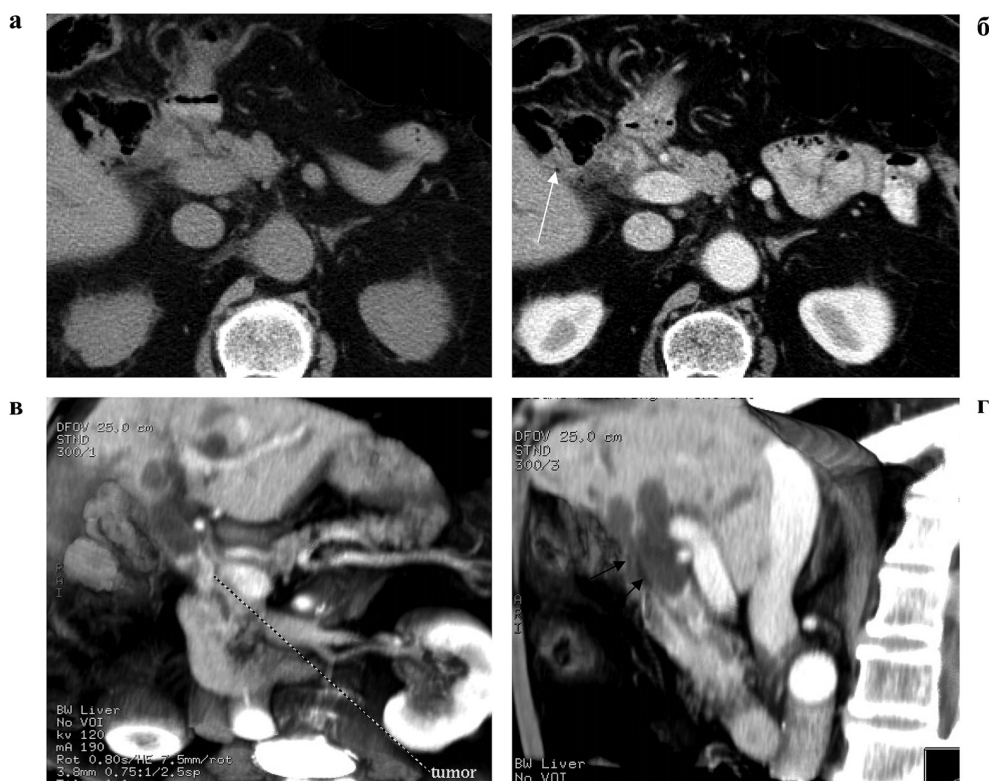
Пациент К., 77 лет. Диагноз: холангиокарцинома общего желчного протока (обозначена стрелками). МСКТ: а – нативное сканирование, б – артериальная фаза, в – МIP-реформация в косой фронтальной плоскости на основе данных портальной фазы сканирования, г – МIP-реформация на основе данных портальной фазы сканирования
